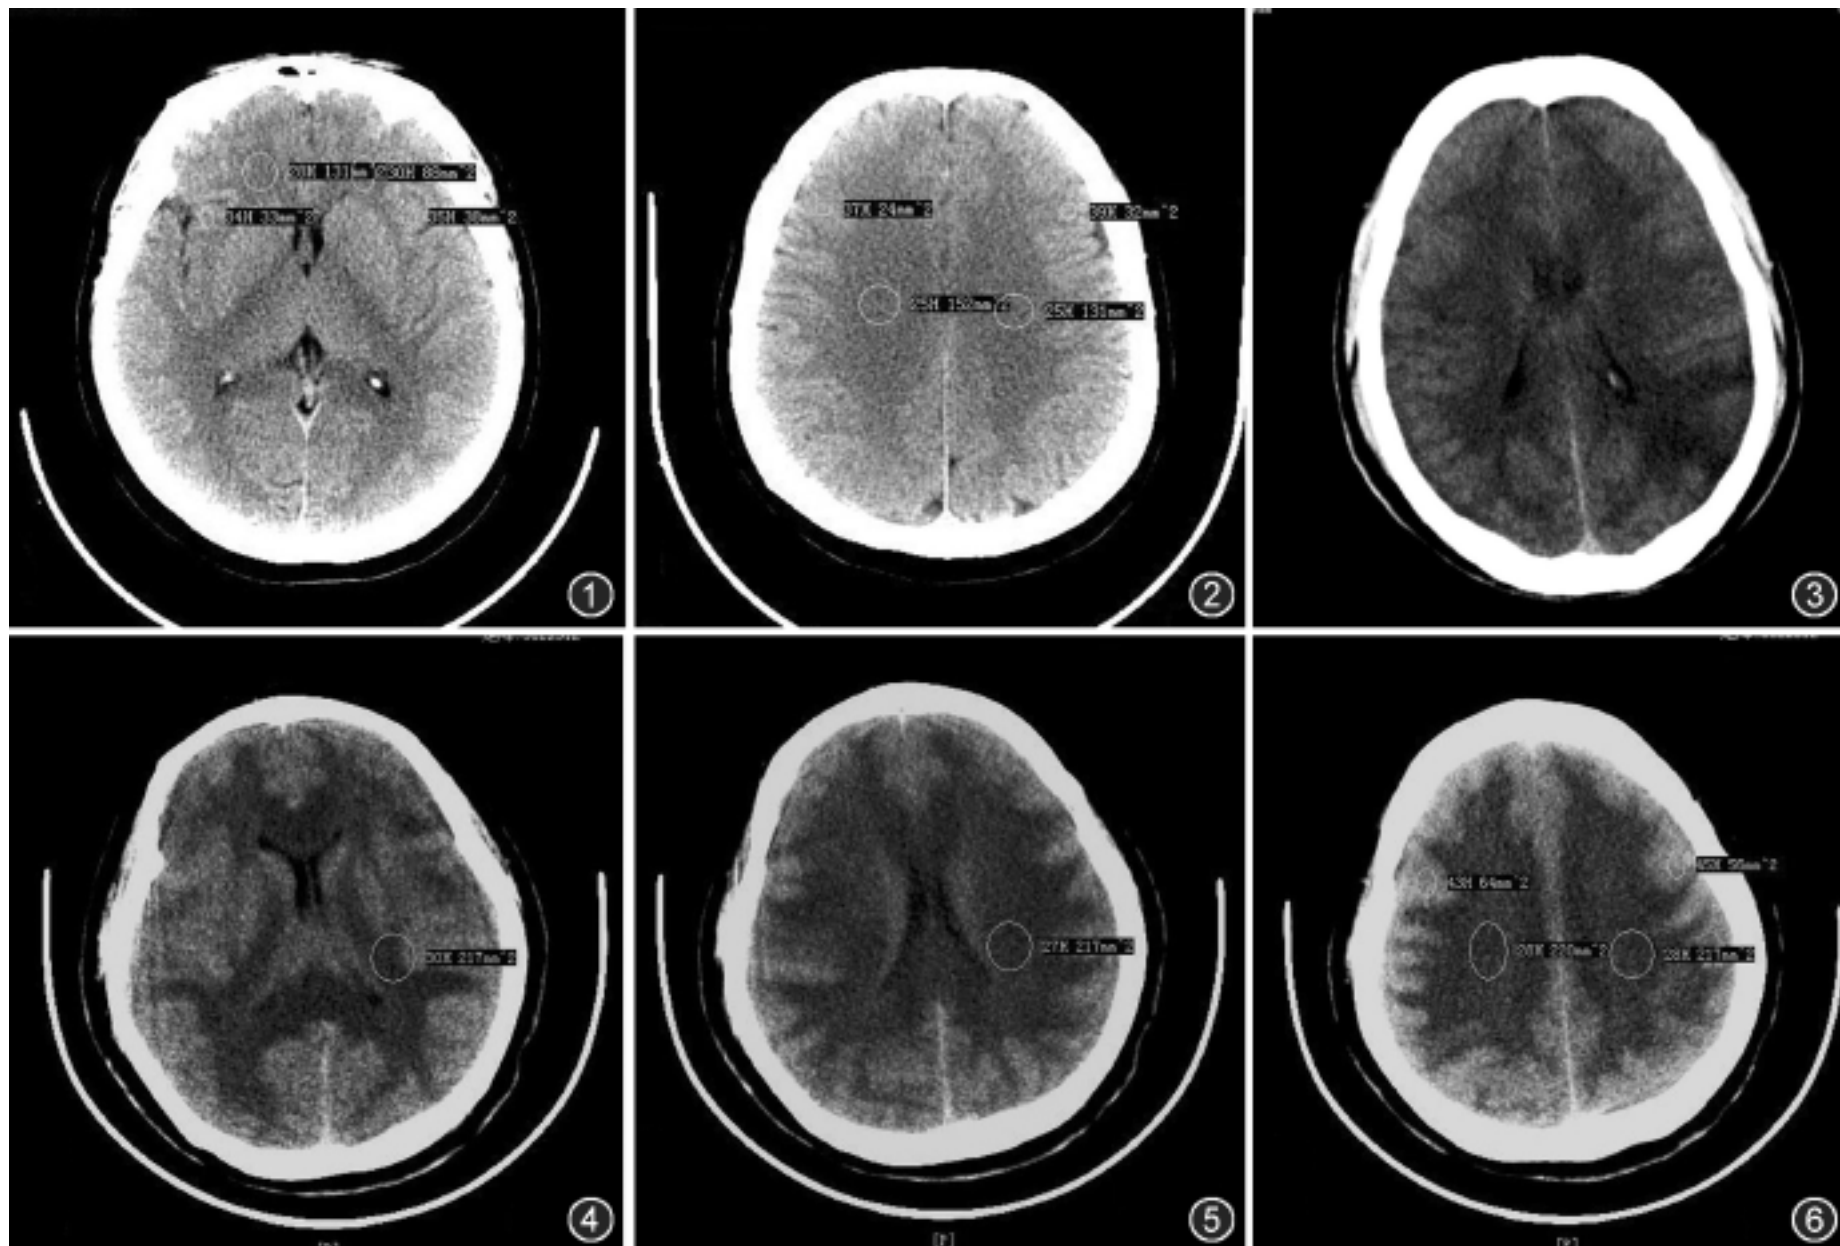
2 选取豆状核(图 1)和半卵圆中心(图 2) 2 个层面分别取左右对称的 2 对感兴趣区(ROI), 即大脑灰质(脑岛、中央前回)和相邻皮下白质区测量 CT 值 图 3 CT 检查示左枕部白质明显水肿 图 4~6 同一患者。CT 检查示脑白质广泛低密度水肿, 灰、白质 CT 值差增大(图 4), 双侧脑室前角略显扩张(图 5), 脑顶叶脑沟消失(图 6)
